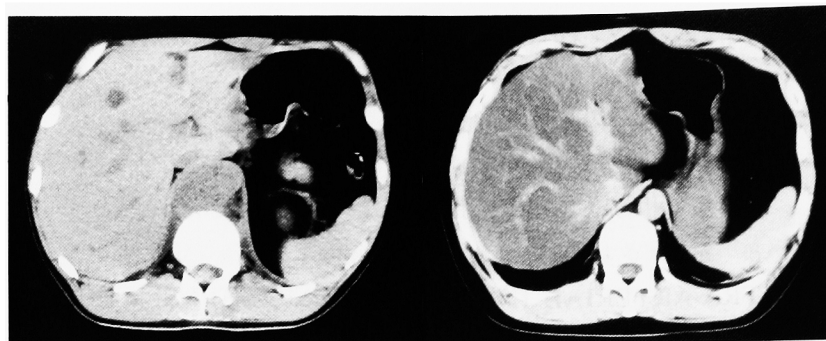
Upper abdominal CT scan before (left) and after (right) therapy of patient 1. After discharge from the hospital, there was progression of fatty liver, so the background is different, but the metastatic regions disappeared.
